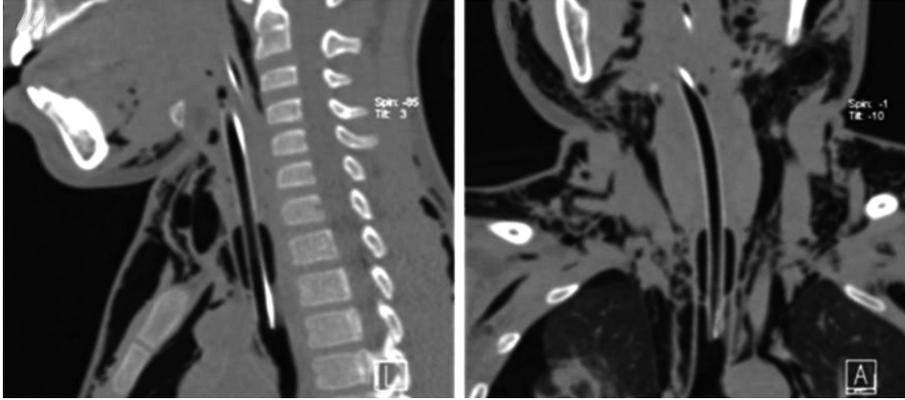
TC cervicotorácica que mostraba un enfisema subcutáneo que diseca la práctica totalidad de planos, así como neumotórax bilateral y neumomediastino.
